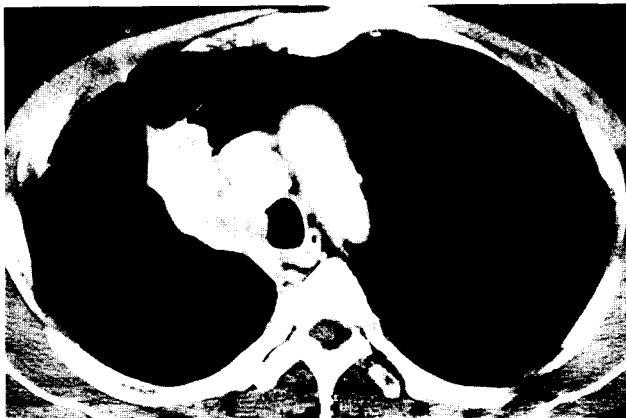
우측 전폐 소매 절제술을 시행한 환자의 수술 전, 후의 흉부 컴퓨터 단층 촬영 소견.
